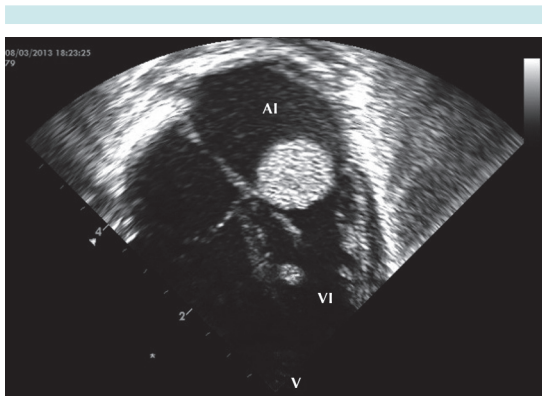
Ecocardiograma; corte 4 cámaras: masa pequeña en el ventrículo izquierdo (en relación con el septo interventricular).
